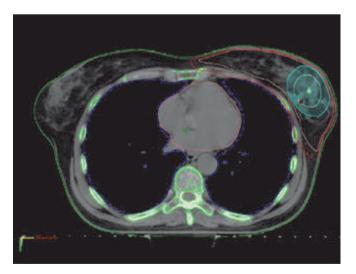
Рентгеноконтрастная клипса на компьютерном срезе
